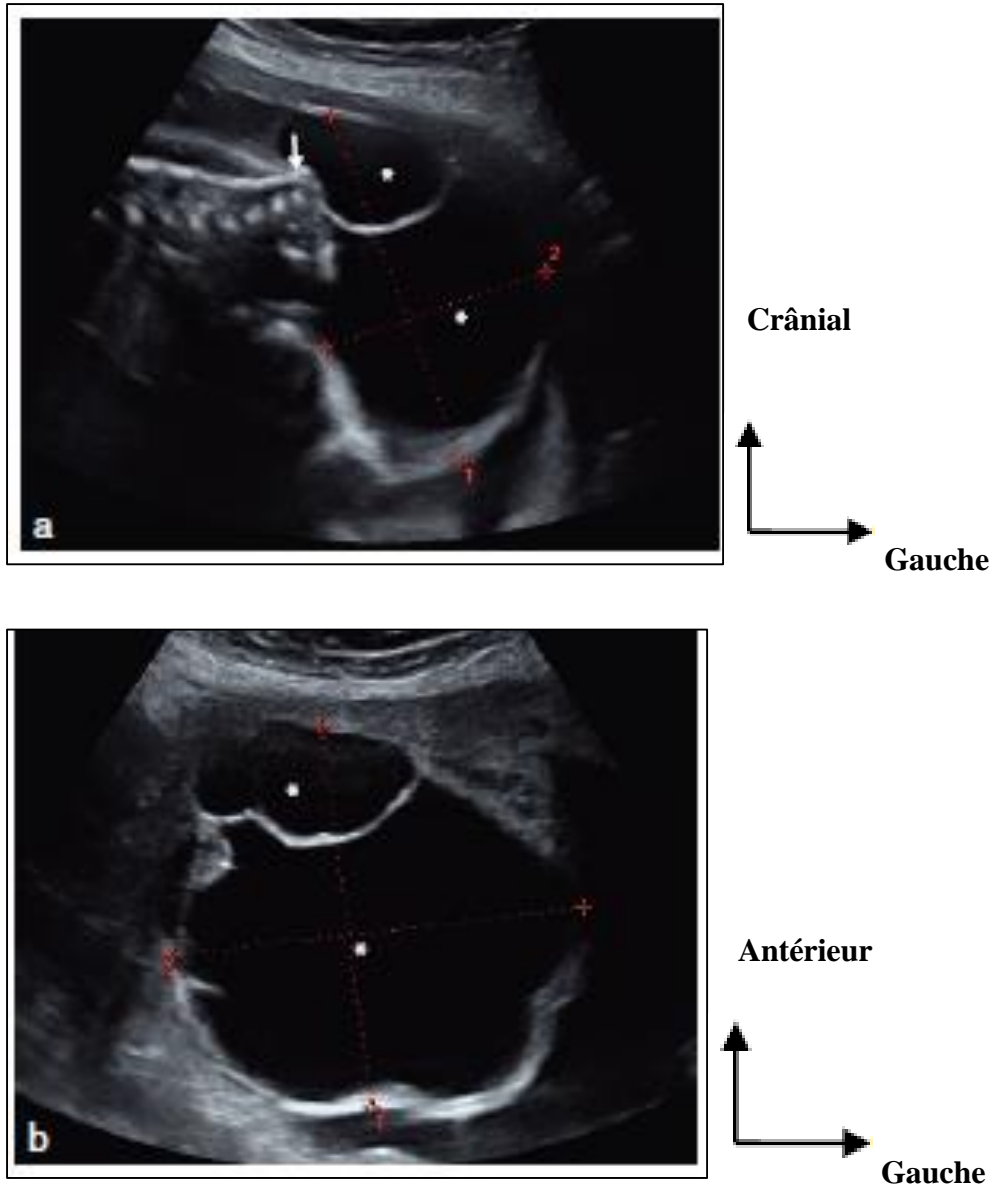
Image d'une échographie obstétricale par voie sus pubienne objectivant un tératome sacro-coccygien kystique (29 SA) [56].
